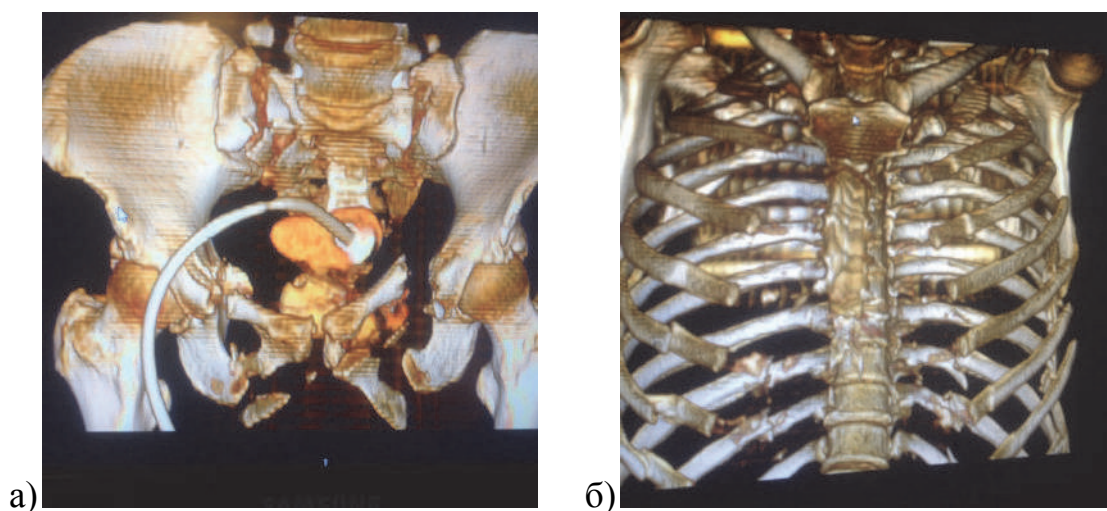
а) фотокопія комп'ютерної томограми кісток таза з висхідною томографією пацієнтки М., історія хвороби № 219; б) фотокопія комп'ютерної томограми грудної клітки пацієнтки М., історія хвороби № 219
